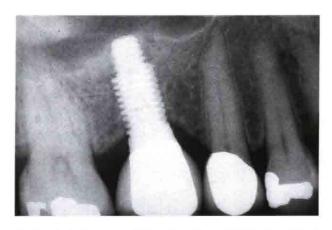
治疗后的X线片显示右侧上颌第一磨牙种植体负重12 个月后新生骨稳定
